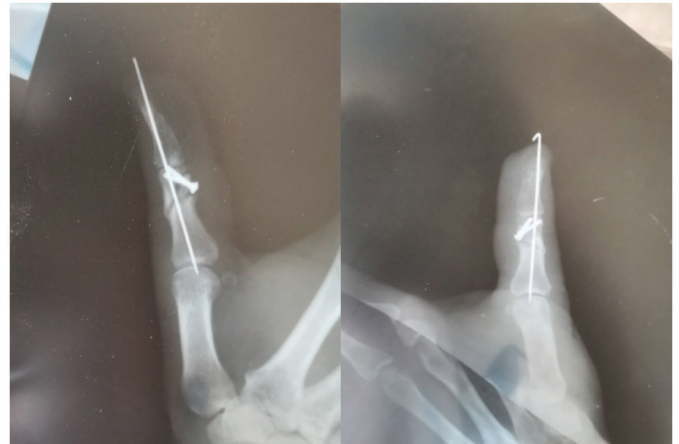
Контрольная рентгенограмма через два месяца
